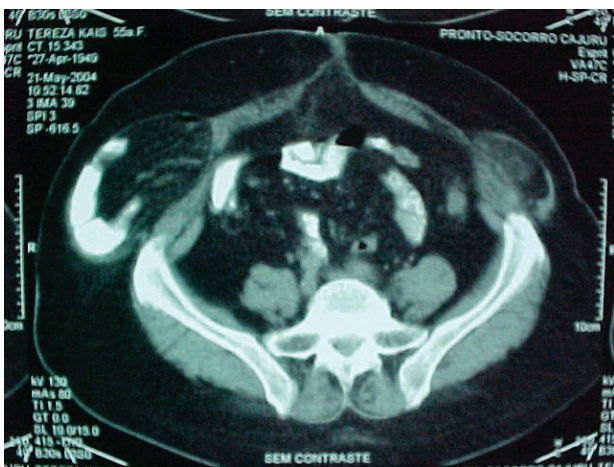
Tomografia axial computadorizada de abdome (sem contraste) evidenciando conteúdo encarcerado em ambas as hérnias spigelianas (à direita pode ser observado conteúdo hiperdenso sugestivo de calcificação); na linha mediana é visualizada uma hérnia umbilical
